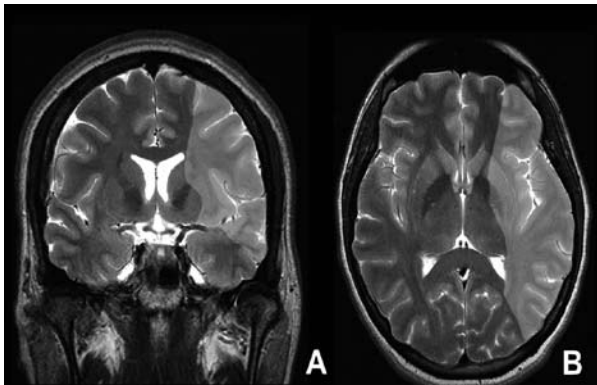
Imágenes de resonancia nuclear magnética cerebral simple donde se demuestra el territorio irrigado por la arteria cerebral media. A: Cortes coronales. B: Cortes axiales.
